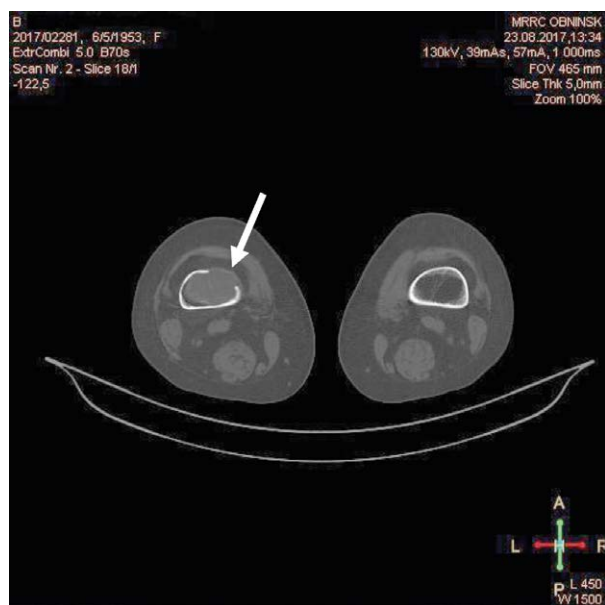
Спиральная компьютерная томография бедренных костей. Мягкотканый режим.
